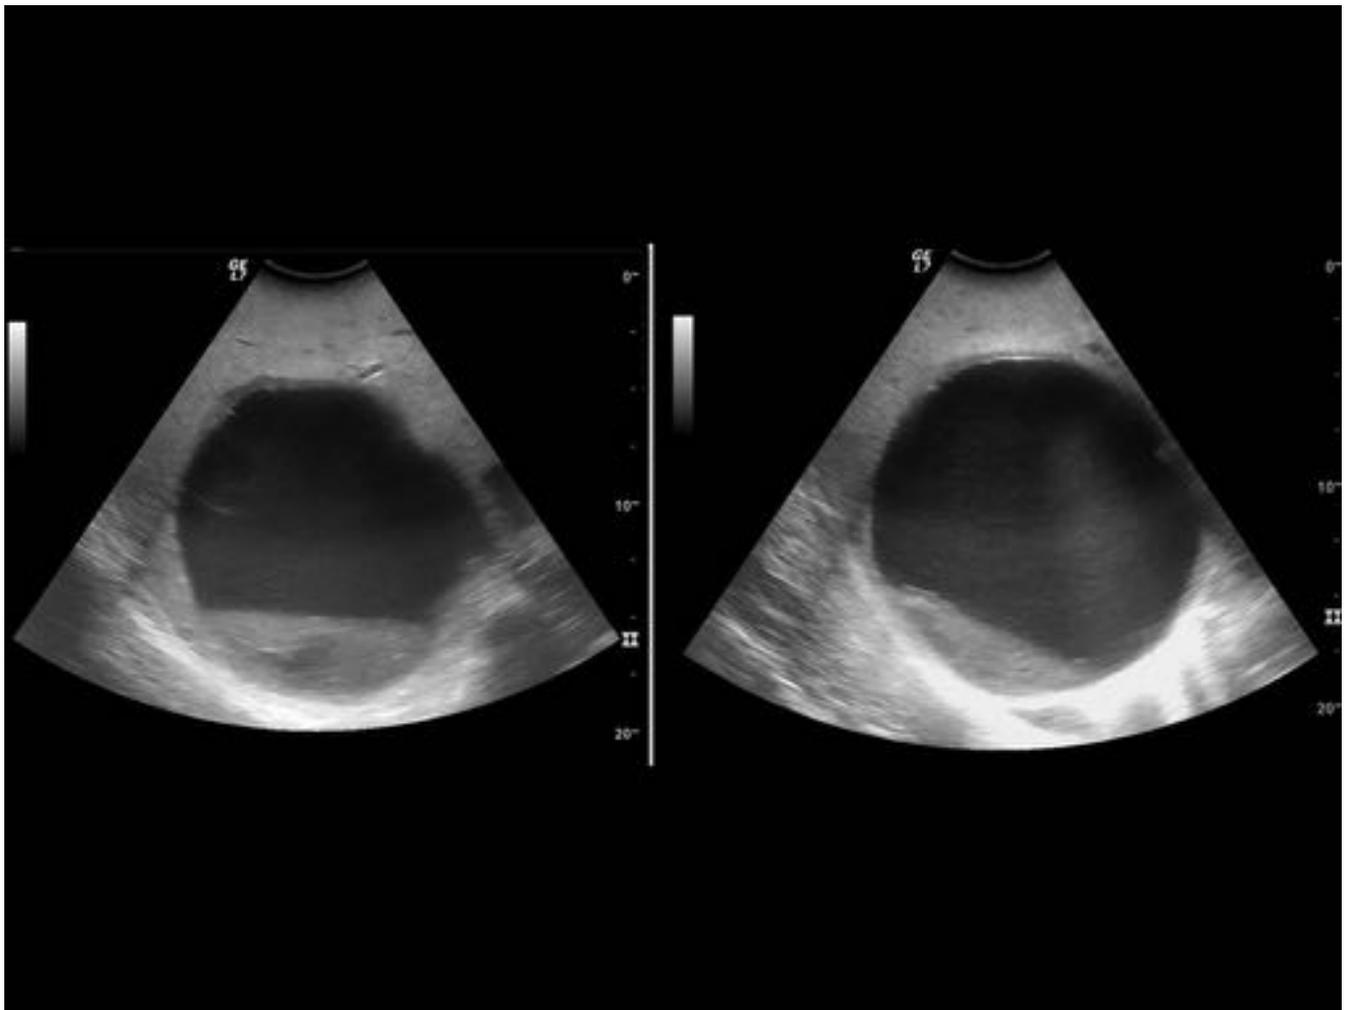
Mismo paciente del caso de las fig 11 y 12. Ecografía intraoperatoria: lesión hipoecoica de paredes finas con contenido ecogénico que se moviliza con el decúbito. Se confirma la sospecha de quiste hepático complicado y se marca localización del mismo a nivel de los segmentos posteriores del lóbulo derecho para realización de quistectomía.
